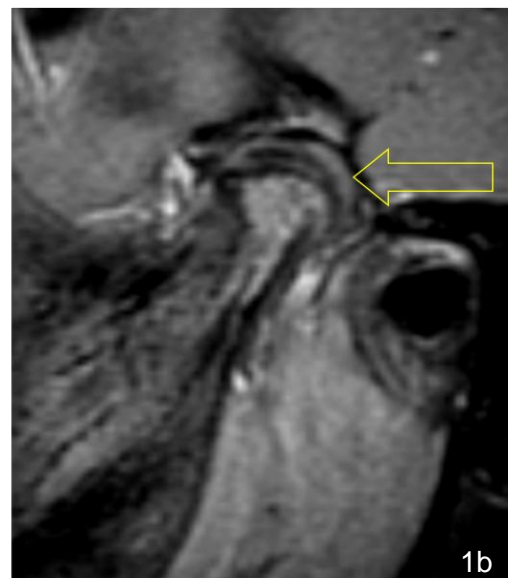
MRI-Bilder des Kiefergelenks (sagittale Schnitt Ebene). Verlauf der JIA vor (Abb. 1a) und nach Steroidinjektion (Abb. 1b). Die deutliche Kontrastmittelaufnahme (Abb. 1a), welche sich als heller Saum im oberen- und unteren Gelenkspalt manifestiert, hat sich im Verlauf (3 Monate später, Abb. 1b) deutlich zurückgebildet.
